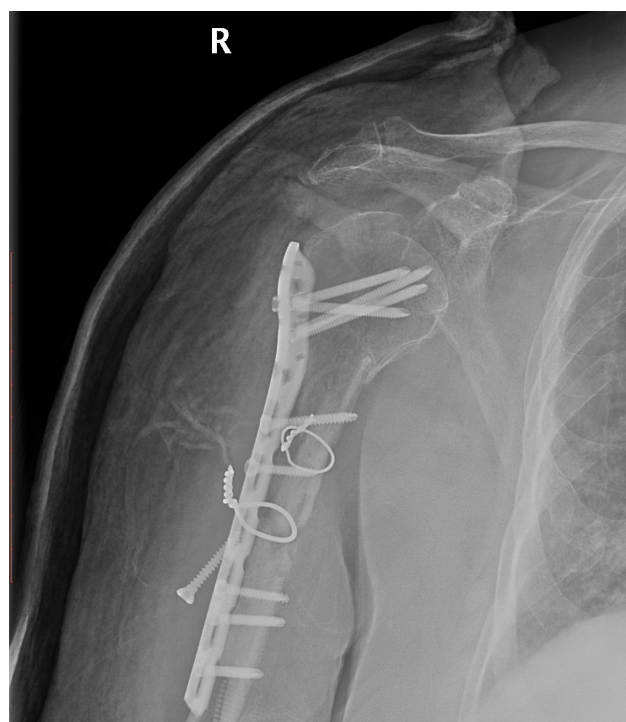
X-ray after the second surgery
